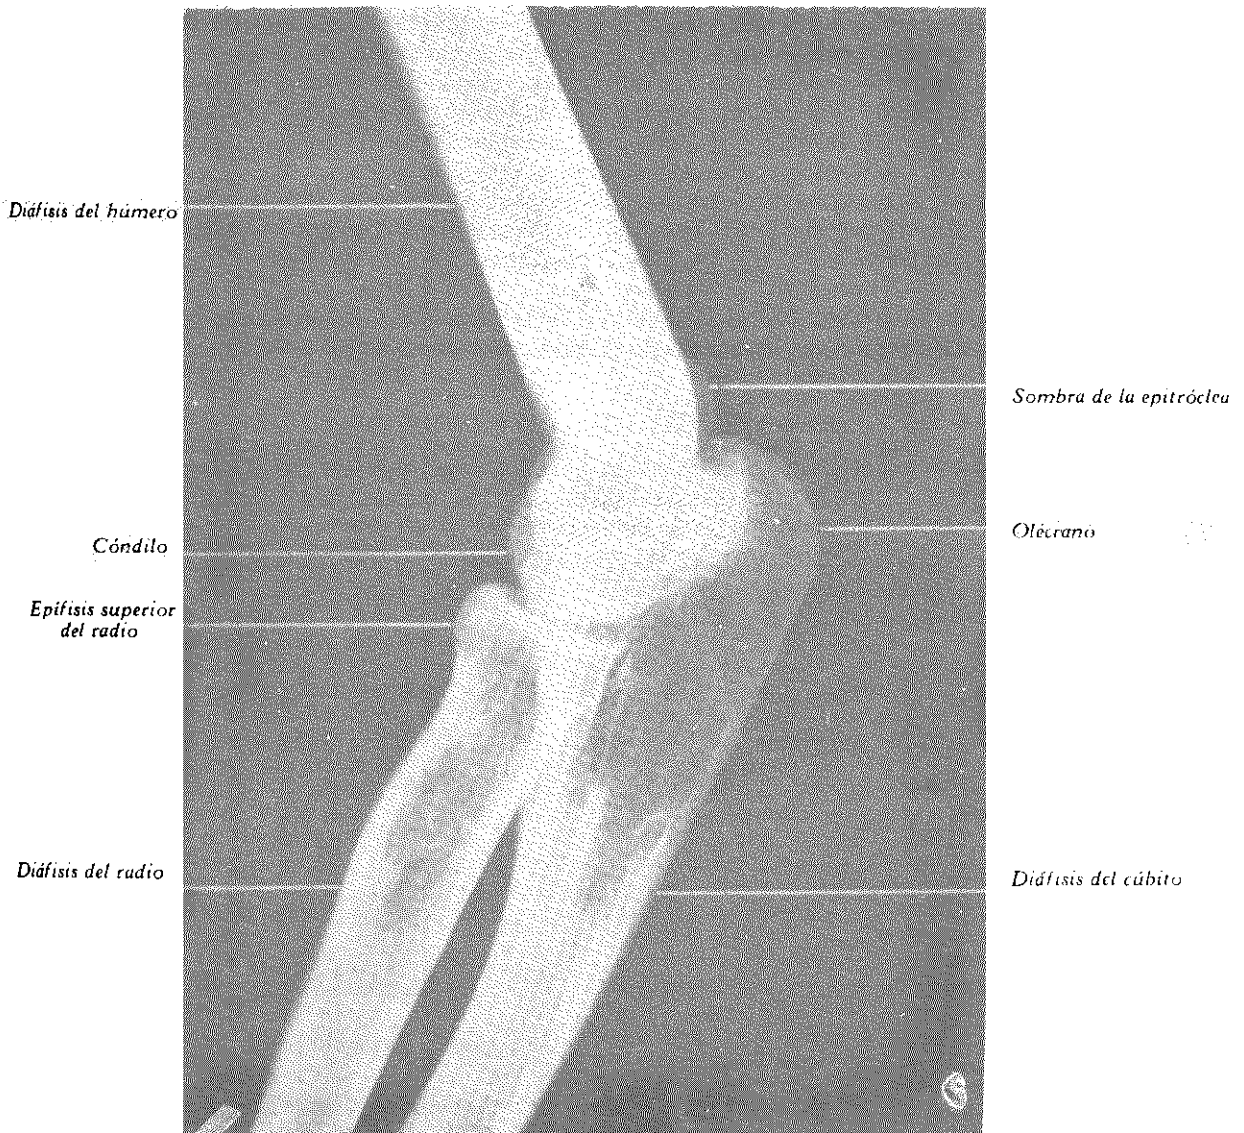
RADIOGRAFÍA LATERAL DE CODO FLEXIONADO EN UN INDIVIDUO DE 18 AÑOS.
